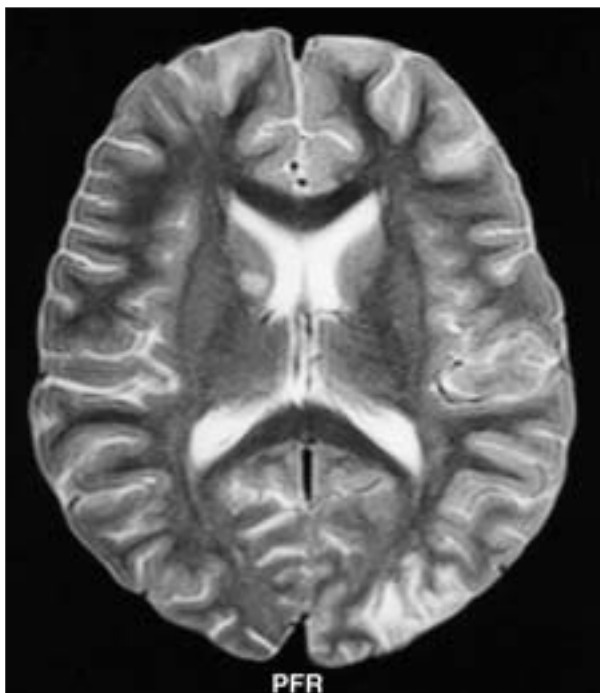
RM cerebral: corte axial que pasa por los ventrículos laterales mostrando lesión redondeada con hiperintensidad en T2, en la cabeza del núcleo caudado derecho.
